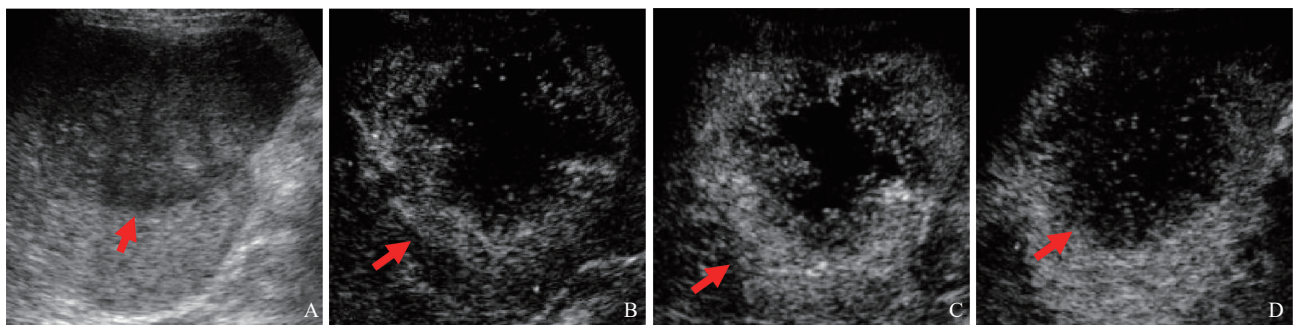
典型病例1 (患者, 男性, 68岁, ICC, LR-M) 超声图像
